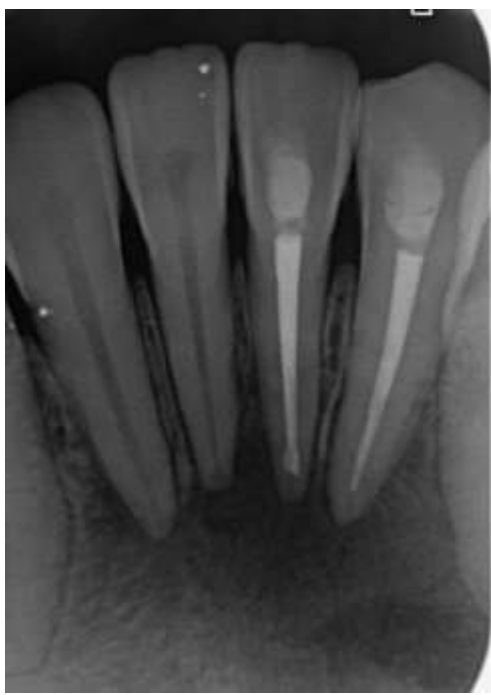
Radiografía de control post operatorio a los 6 meses. Se observa disminución de la IRL a nivel periapical.
